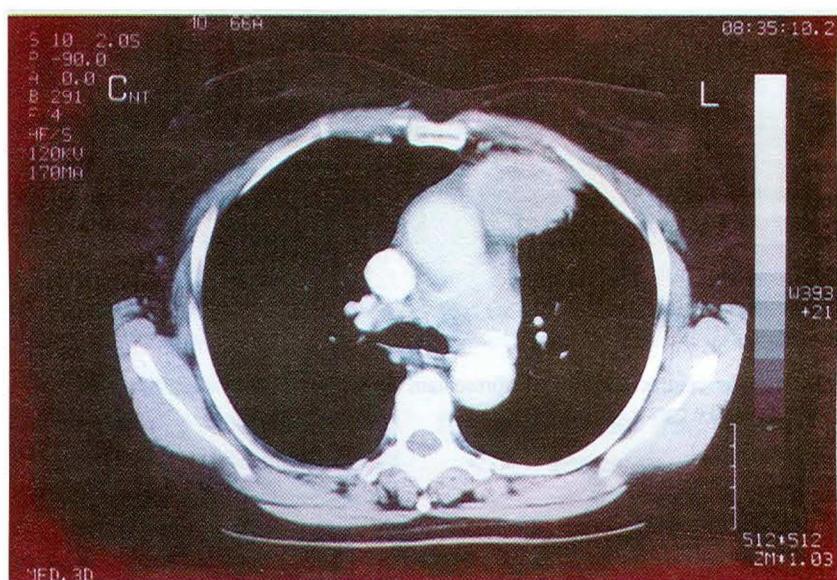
TC torácica – massa no mediastino antero-superior, captando contraste; pequenas formações ganglionares para-traqueais e pré-carinais
